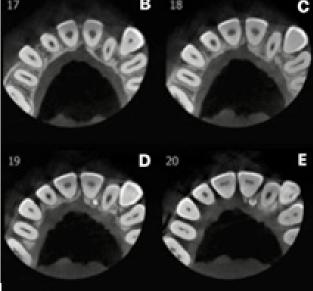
Aspecto tomográfico em tomografia computadorizada cone beam de controle: presença de imagem sugestiva de novo elemento supranumerário; A) reconstrução panorâmica da tomografia; B) corte axial; C) corte axial; D) corte axial; E) corte axial.
